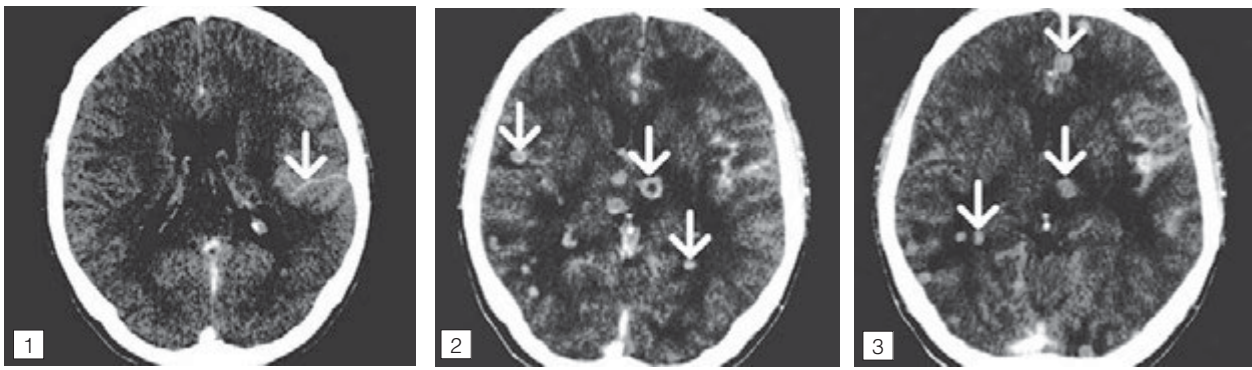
КТ хворого на туберкульозний менингоенцефаліт у динаміці
